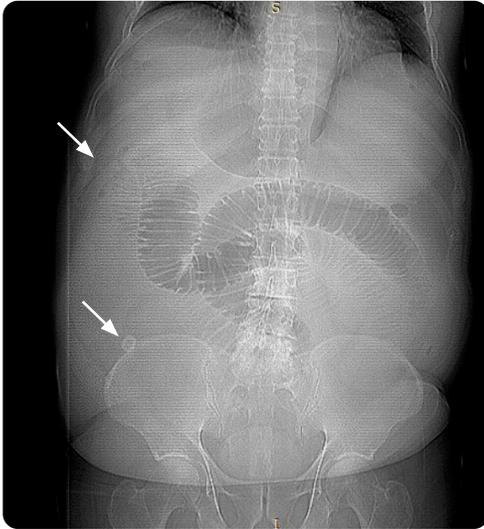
Radiografía abdominal en bipedestación: Importante distensión de asas intestinales delgadas, así como de la cámara gástrica, gas portal y en ramas portales intrahepáticas (flecha azul). En el cuadrante inferior derecho se observa calcificación redondeada correspondiente a cálculo a la altura de la válvula ileocecal (cabeza de flecha).
